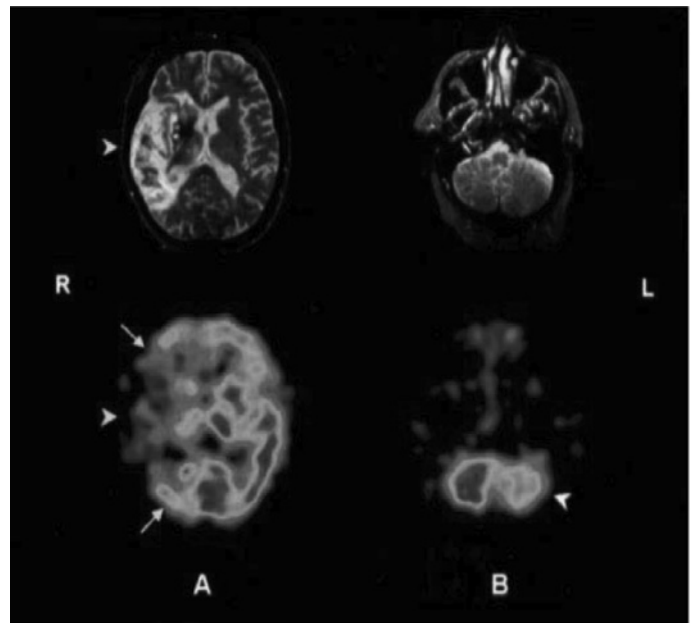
Изображения МРТ T_2 -взвешенные (наверху) и ОФЭКТ с ^{99m}Tc -ГМПАО (внизу). Срезы на уровне базальных ганглиев (А) и мозжечка (В) у пациента с инфарктом в бассейне правой средней мозговой артерии
